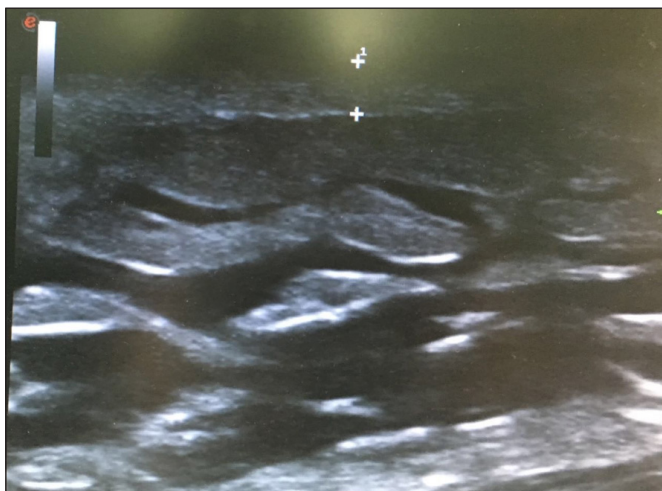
B. Ecografía cutánea que muestra la práctica ausencia de dermis en la espalda (derecha de la imagen). Las cruces marcan el grosor de la dermis del lado sano.
